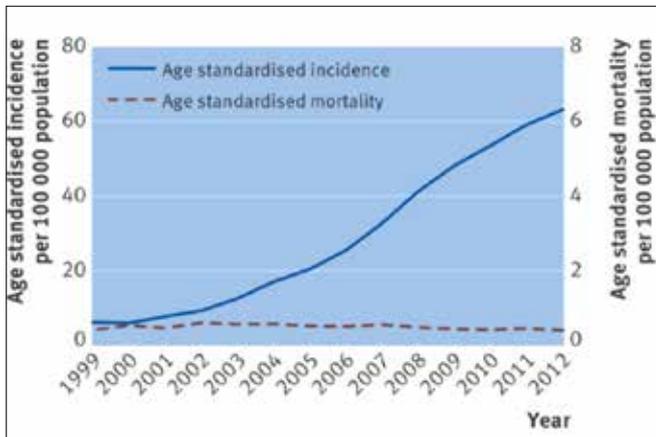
Tasso di mortalità e di incidenza del tumore della tiroide in Corea del Sud dopo l'introduzione dello screening ecografico.
